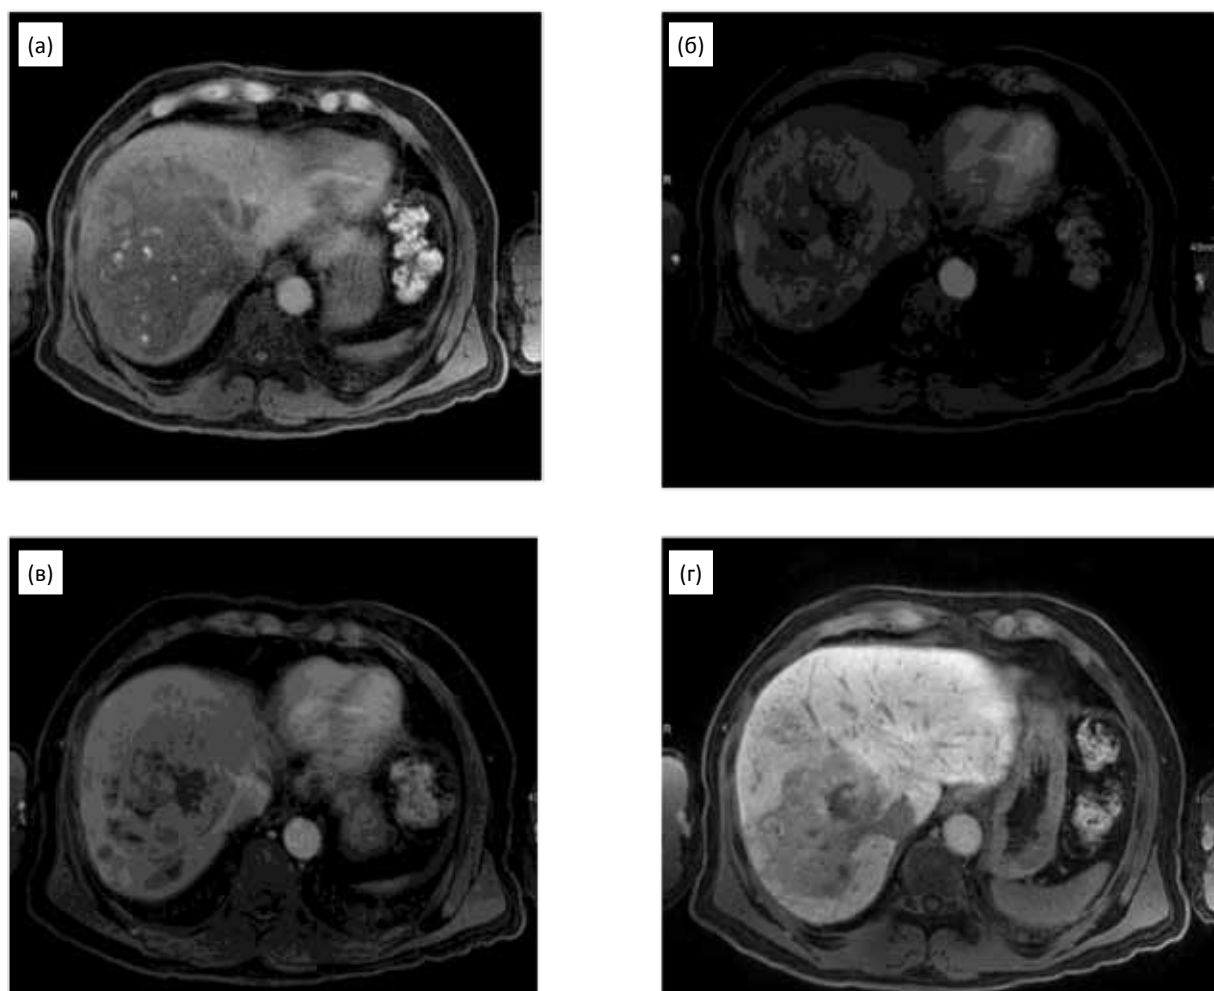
МРТ органов брюшной полости: (а) — T_1 -взвешенное нативное изображение; (б) — T_1 -взвешенное изображение после внутривенного введения контрастного препарата (артериальная фаза); (в) — T_1 -взвешенное изображение в венозной фазе; (г) — T_1 -взвешенное изображение в отсроченной гепатобилиарной фазе через 20 мин после введения контрастного препарата
